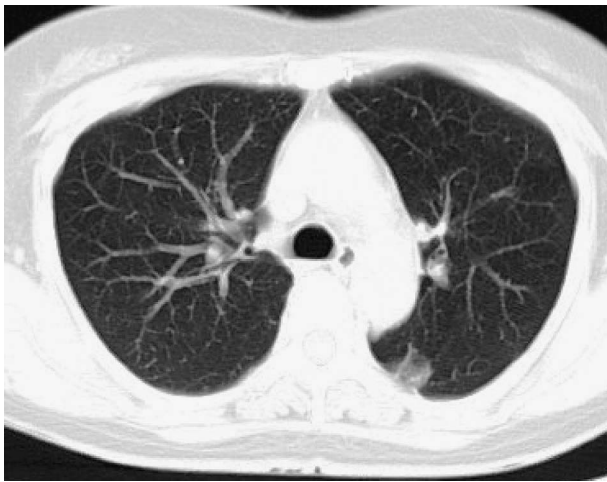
There was a faint nodule in segment 6 on a CT scan obtained 10 years previously.
